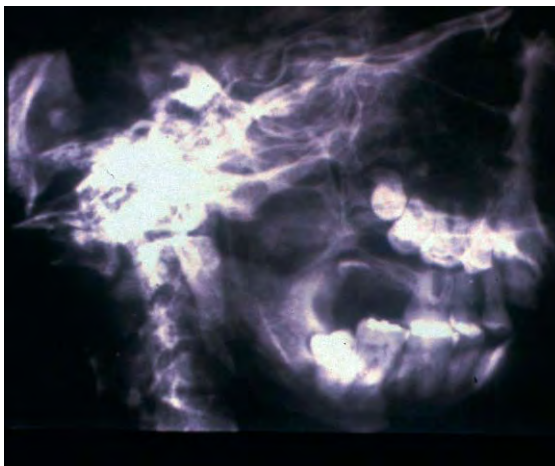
Radiografía lateral del cráneo.
